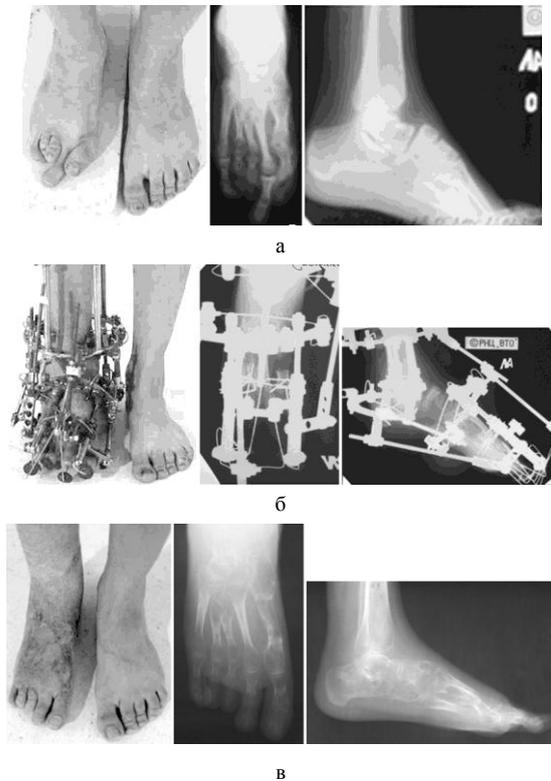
Фото и рентгенограммы стопы в прямой и боковой проекциях пациента с гипоплазией плюсневых костей и общим укорочением стопы: а – до лечения; б – в процессе лечения (дистракция – 33 дня, фиксация – 54 дня); в – после выполненного удлинения (через 3 месяца)
